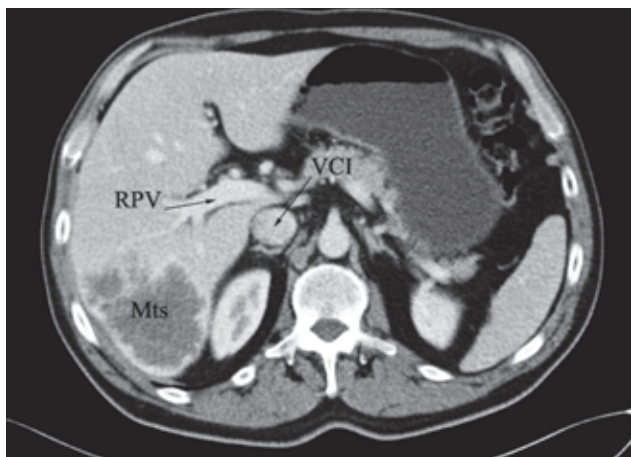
Пациент К., 61 год. МСКТ печени
